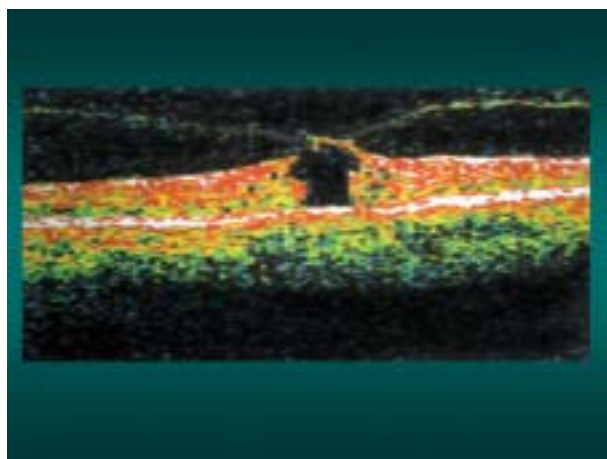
Tomografía óptica coherente (TOC) . Tracción de bandas del vítreo en opérculo de agujero macular.
